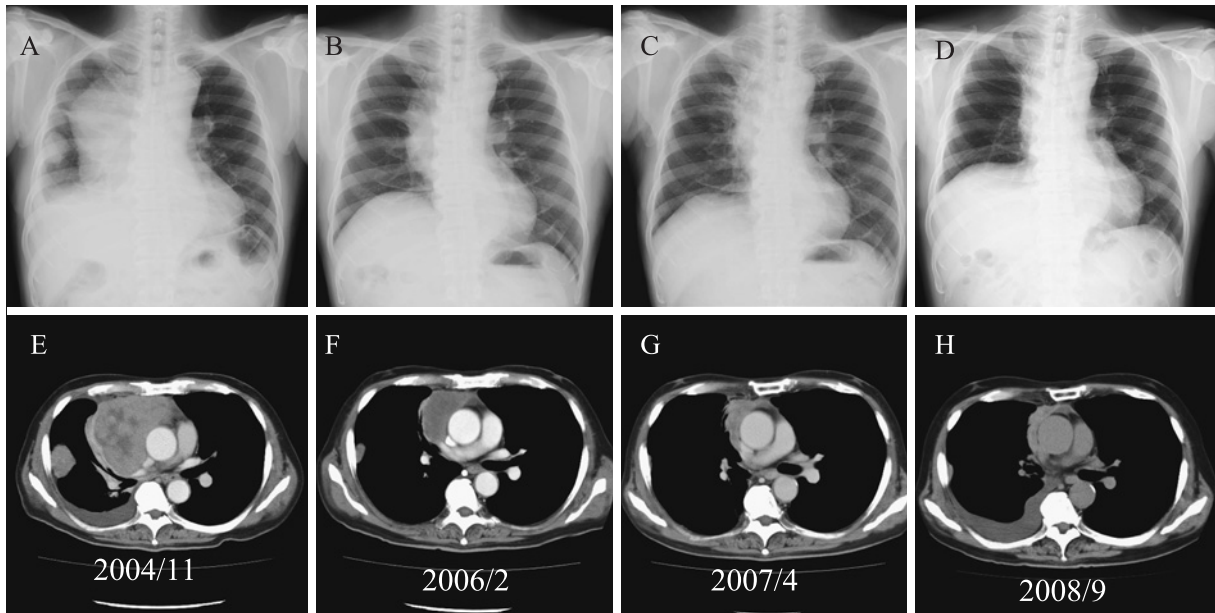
A) E) A chest X-ray film and CT show an anterior mediastinal tumor with right pleural effusion and dissemination. B) F) C) G) The primary lesion decreased in size with improvement of the right pleural effusion and dissemination after chemoradiotherapy. D) H) The right pleural effusion and disseminated nodules increased without regrowth of the primary tumor (A, E: November 2004, B, F: February 2006, C, G: April 2007, D, H: September 2008).
